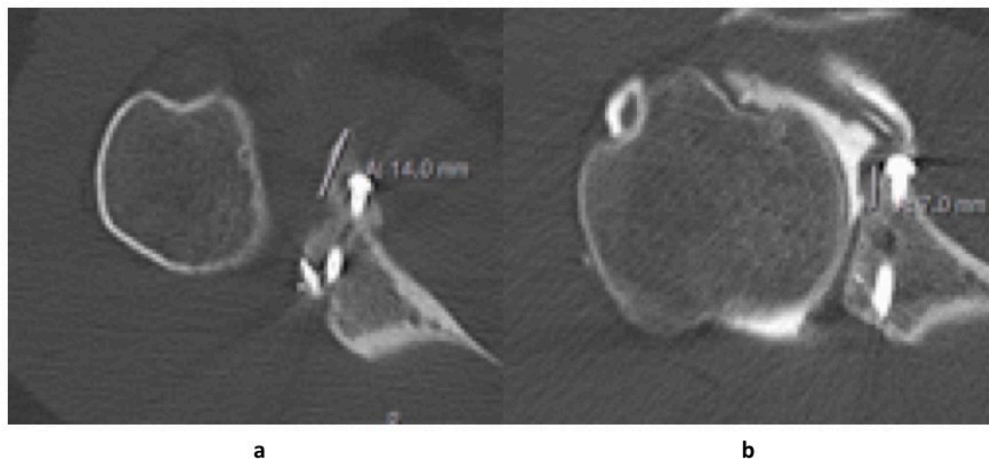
2D-CT-Verlaufskontrolle mit partieller Spanresorption bei Patient ID 18 nach 1,58 Monaten (a) und nach 15,15 Monaten (b)
